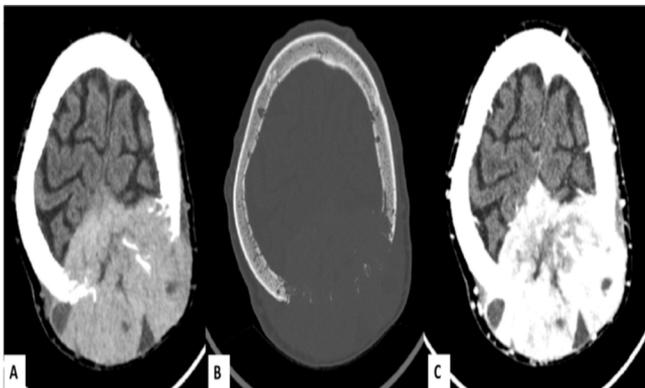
TDM cérébrale en coupe axiale (A) sans injection de produit de contraste (B) fenêtre osseuse (C) avec injection de produit de contraste: lésion tissulaire hétérogène se rehaussant de façon importante après injection du produit de contraste avec ostéolyse crânienne en regard
